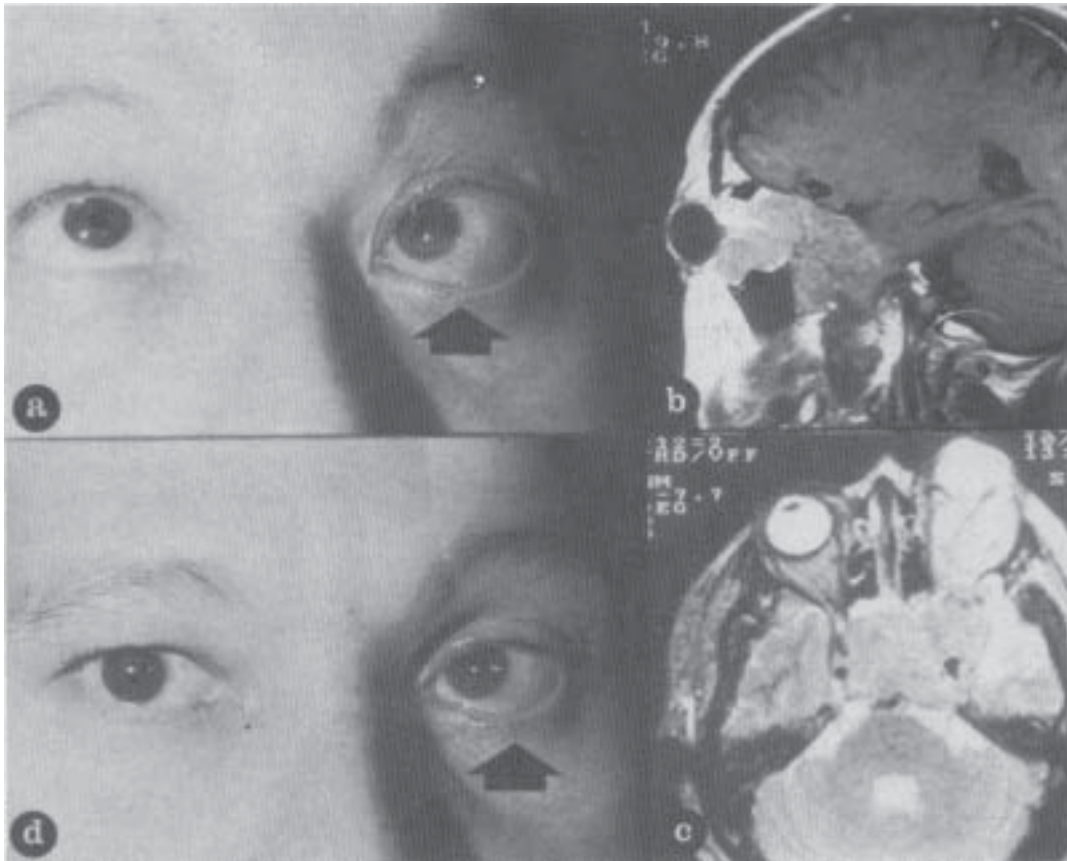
Paciente 3 con macroprolactinoma. A: Supraendodesviación y proptosis del ojo izquierdo. B y C: Resonancia magnética cerebral en proyecciones parasagital izquierda y axial para mostrar extensión lateral, al seno esfenoidal, y órbita izquierda. D: Enoftalmos inducido por el tratamiento con bromocriptina.
